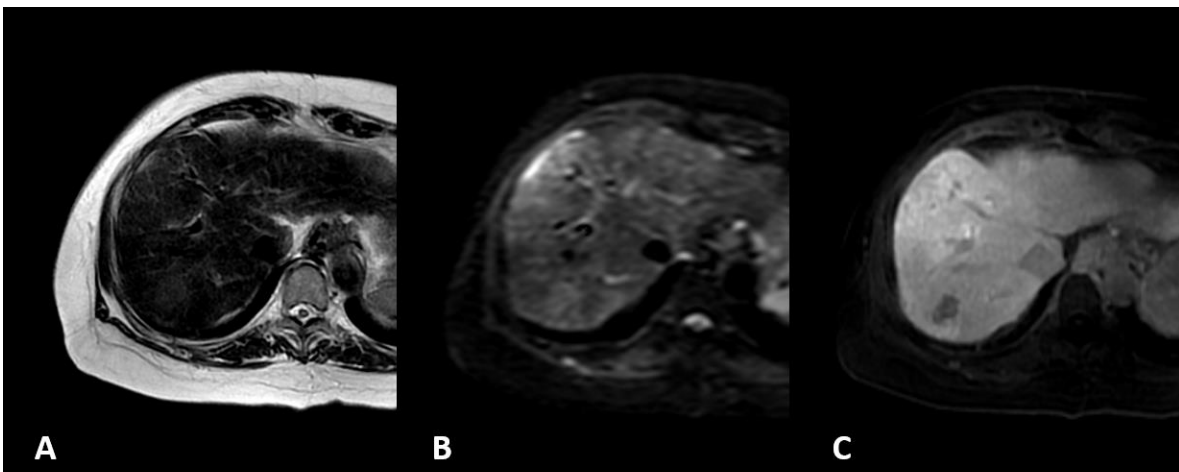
(A) RM en secuencia T2 que muestra una lesión poco definida en la interlinea de los segmentos 7 y 8 la cual mostró restricción molecular a la difusión (B). Tras la inyección de medio de contraste hepatoespecífico (C) a los 20 minutos (fase de equilibrio) la lesión es
